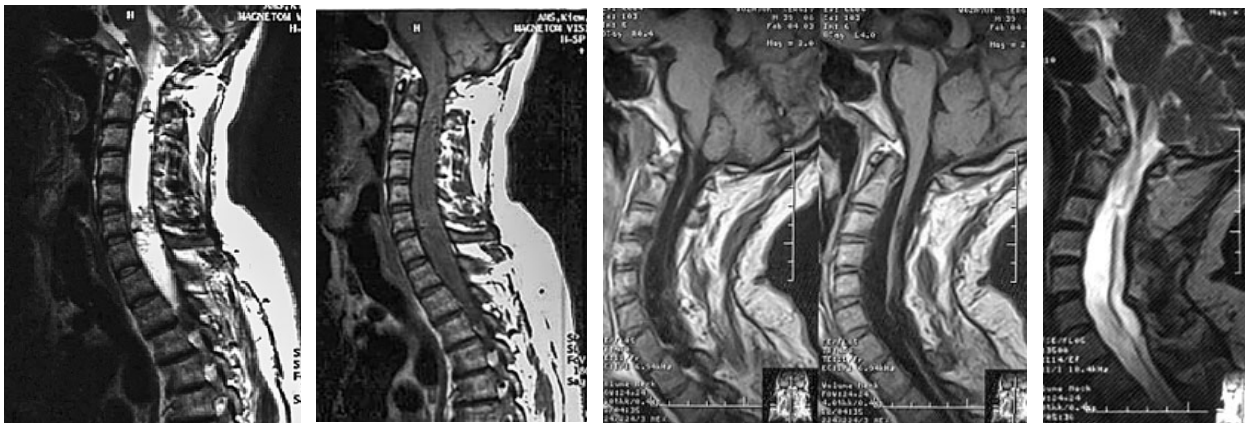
Хворий із внутрішньомозковою епендимомою на рівні хребців C2-Th1. МРТ до та після операції
